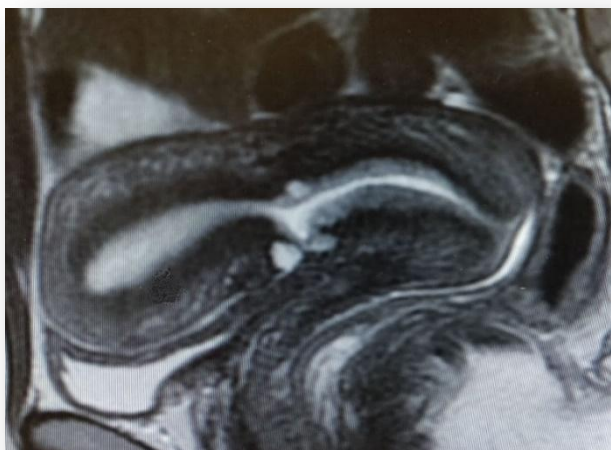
МРТ пациентки К до проведения метропластики
